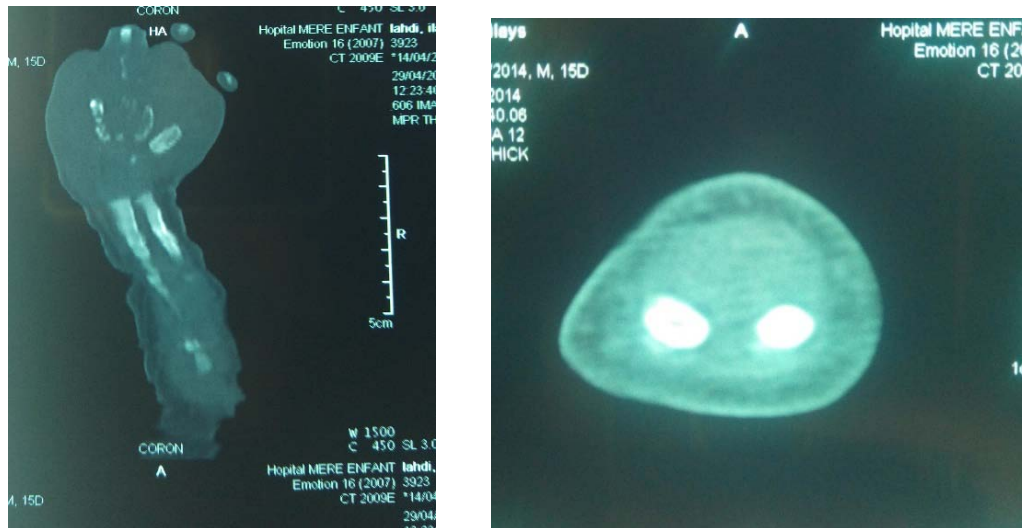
TDM de la main gauche en reconstructions axiale et coronale
